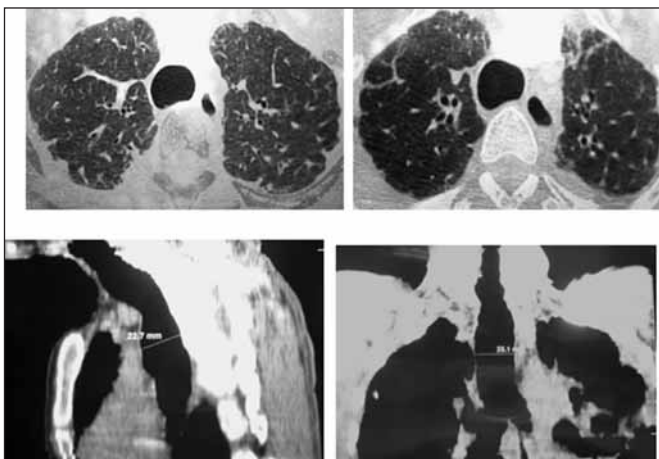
Traqueobroncomegalia. Imágenes obtenidas mediante TC helicoidal.
